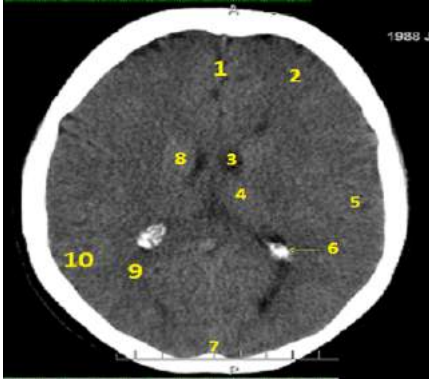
Aksiyal BT kesiti; anterior interhemisferik fissür (1), frontal lob (2), III. ventrikül (3), silviyan fissür (4), insular korteks (5), temporal lob (6), kuadrigeminal sistern (7), serebellar vermis (8), oksipital lob (9), lentiiform nukleus (10)
